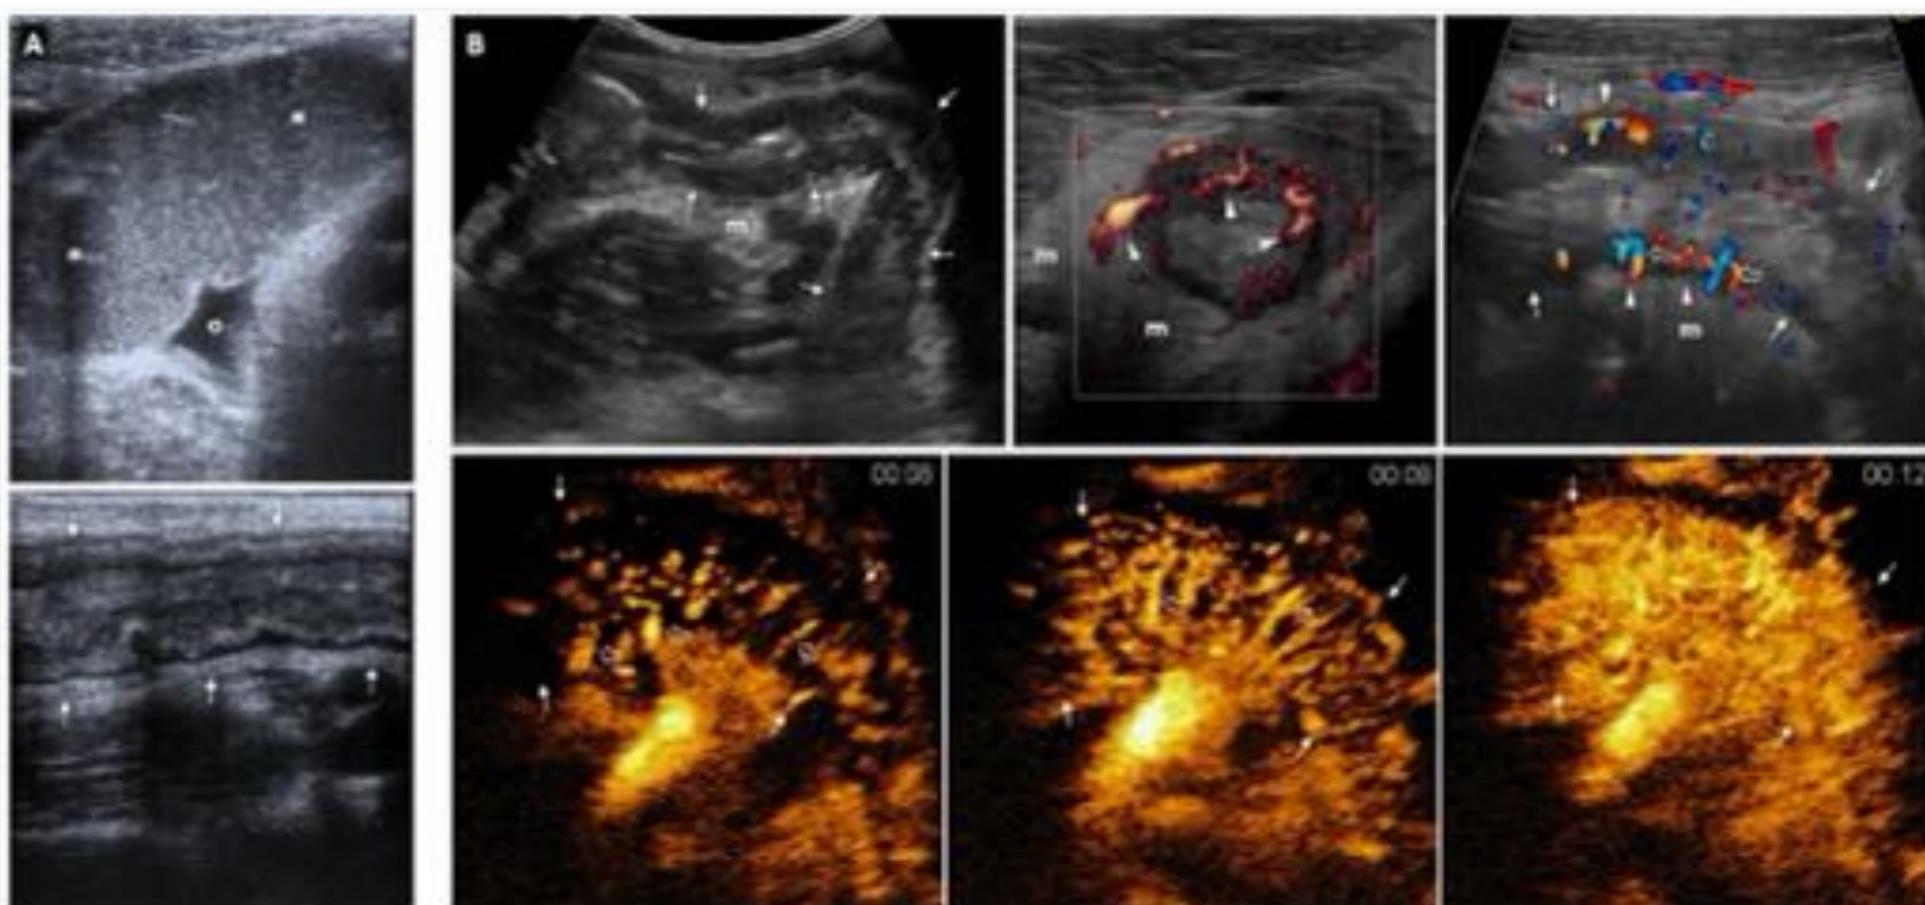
Ecografía en la OIDA por EC.
